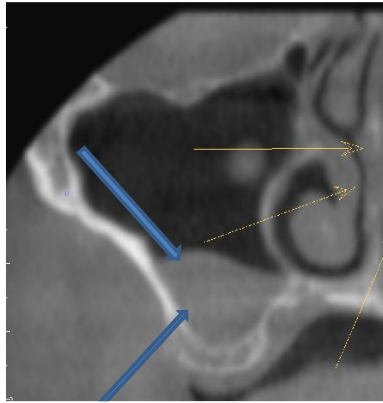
Cropped CBCT coronal image shows a retention cyst (blue arrows) on the right maxillary sinus
